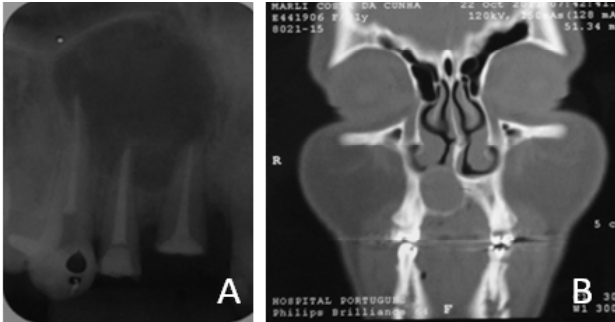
Imagem radiográfica periapical (A) e corte tomográfico coronal (B) da lesão.
